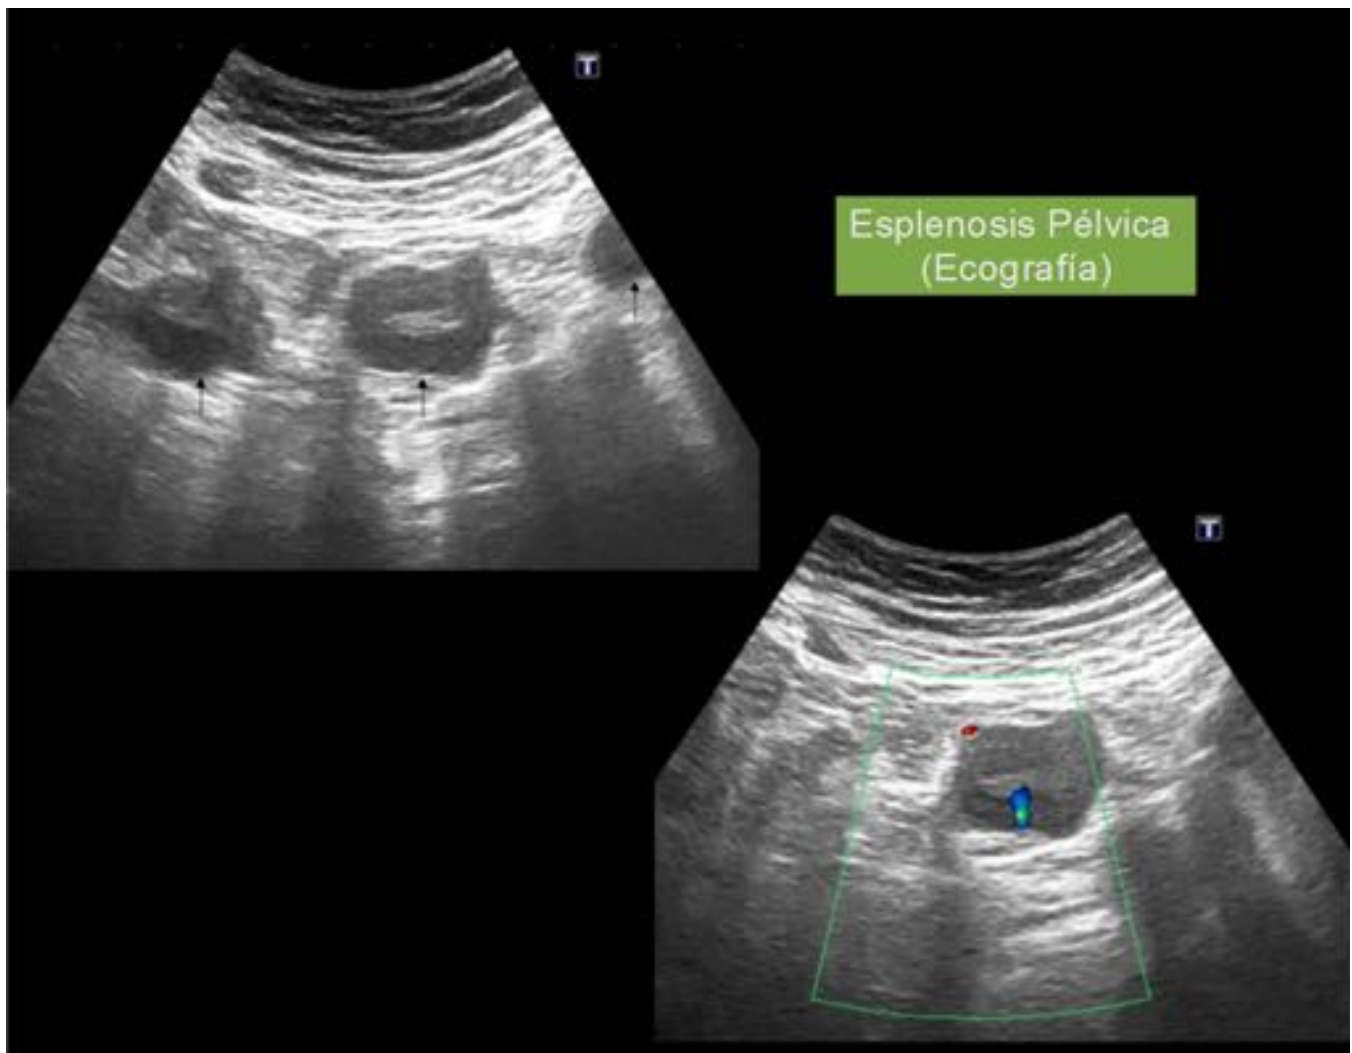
Esplenosis pélvica . Mujer de 54 años de edad con antecedentes de esplenectomía por traumatismo abdominal. Ecografía. Hallazgo incidental de múltiples nódulos hipoeogénicos, algunos con zona central más ecogénica y con vascularización en eco-doppler; de localización pélvica.
